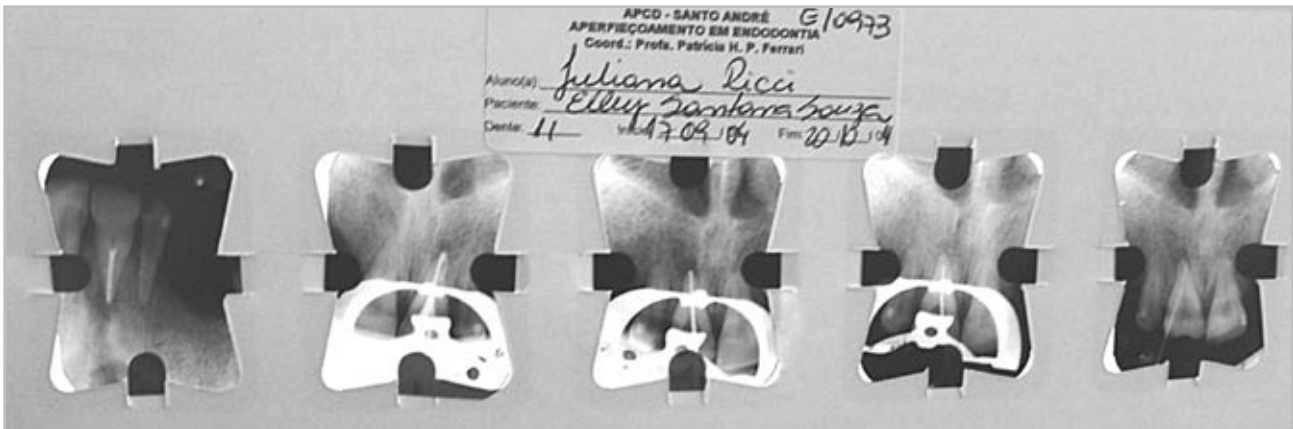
Cartela de radiografias devidamente identificada.
